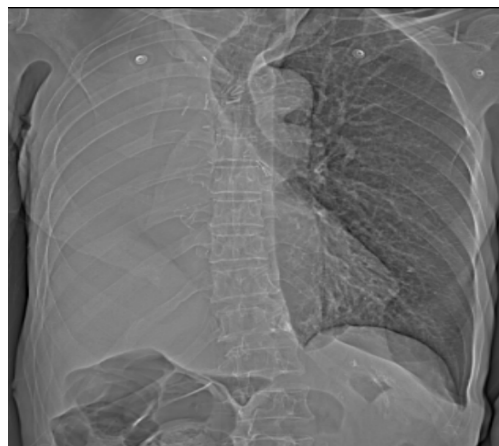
Рентгенограмма пациента с дефектом анастомоза на 8-е сутки – герметичный анастомоз
